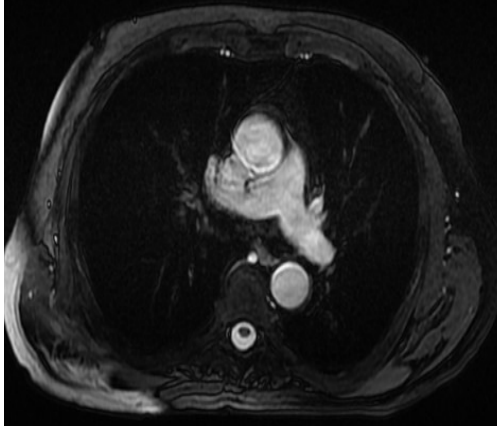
'de normal sınırlarda pulmoner BTA ve MRG görüntüleri, Şekil 2 ve 3'te lobar ve segmental pulmoner emboli görüntüleri, Şekil 4'te yalancı pozitif pulmoner emboli görüntüsü, Şekil 5'te hiler ve mediastinal lenfadenopatiler, Şekil 6'da pulmoner enfarkt görüntüsü, Şekil 7'de ise akut ve kronik pulmoner emboli görüntüleri gösterilmiştir.
